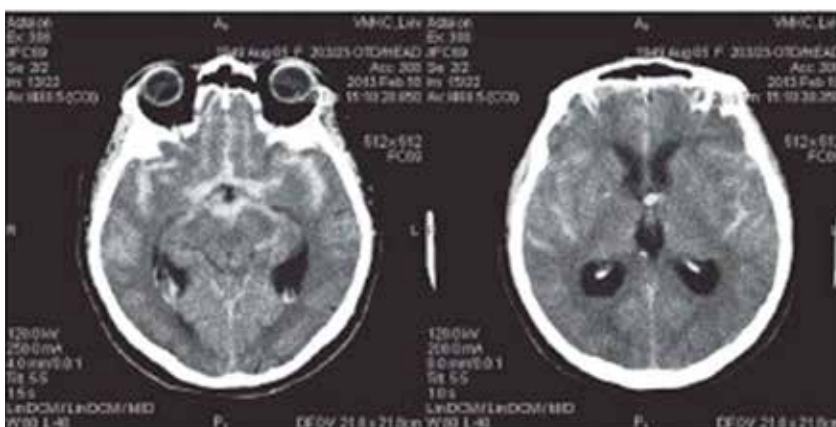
КТ-картина субарахноидального кровоизлияния у больной Ш.
